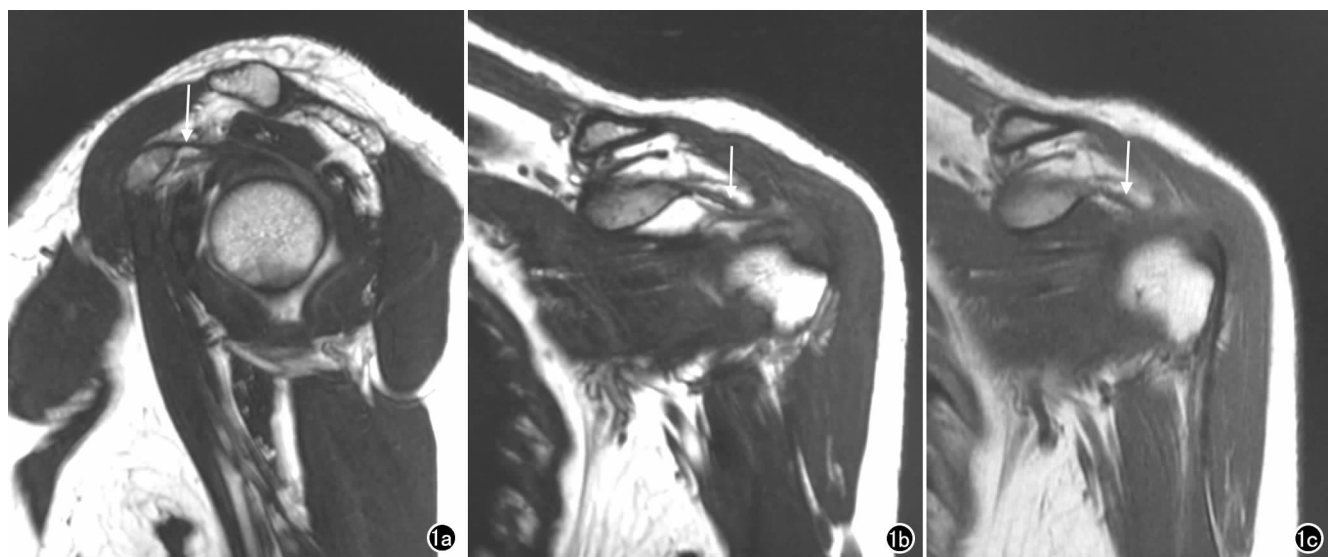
喙肱韧带 MRI 表现为起始于喙突向肩袖间隙延伸的低信号条带状影(箭),在脂肪衬托下得以清晰显示。a) 3D-FIESTA 序列斜矢状面图像; b) 3D-FIESTA 序列斜冠状面图像; c) FSE T_1 WI 不抑脂序列图像。
